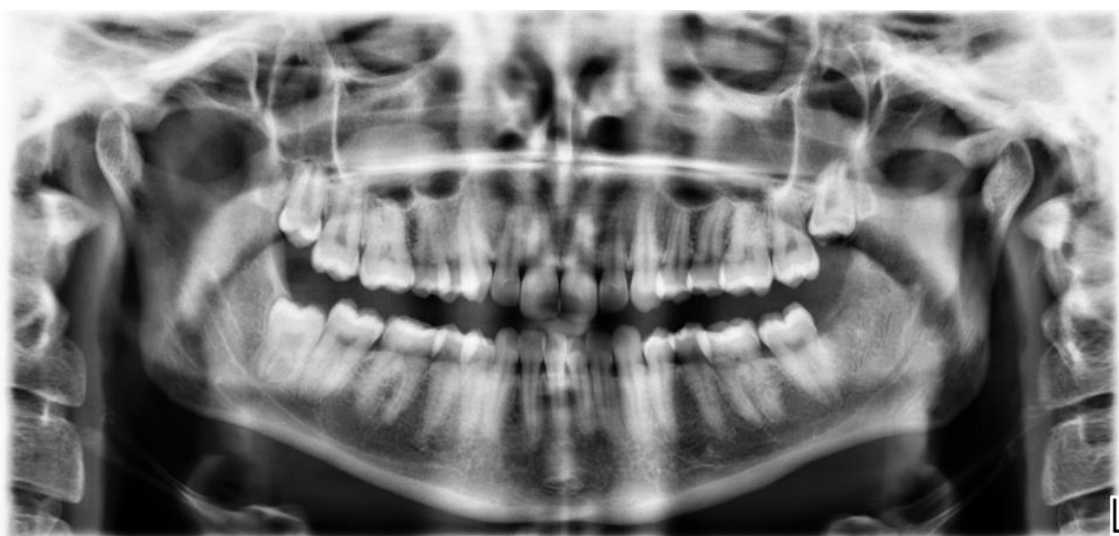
Ортопантомограма через 18 міс.
